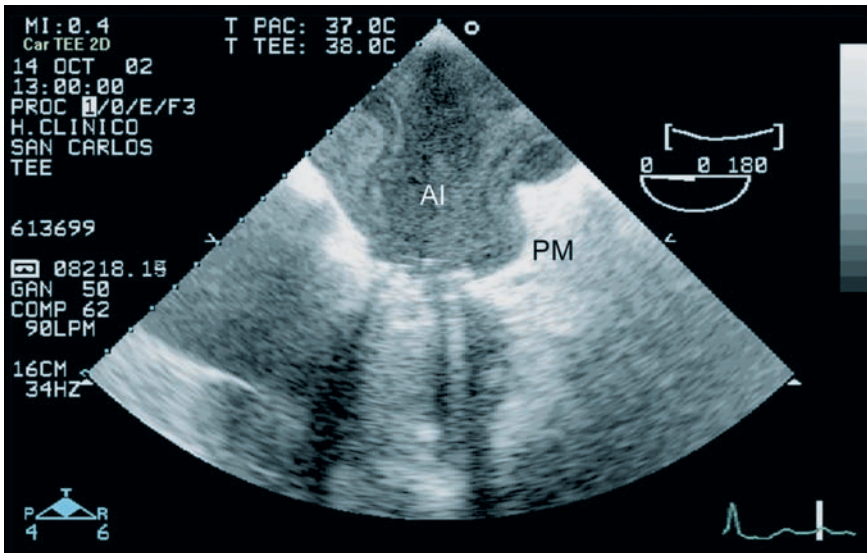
Ecocardiograma transesofágico en el que se observa contraste espontáneo en aurícula izquierda (AI), en paciente portador de prótesis mitral mecánica (PM), en fibrilación auricular.
